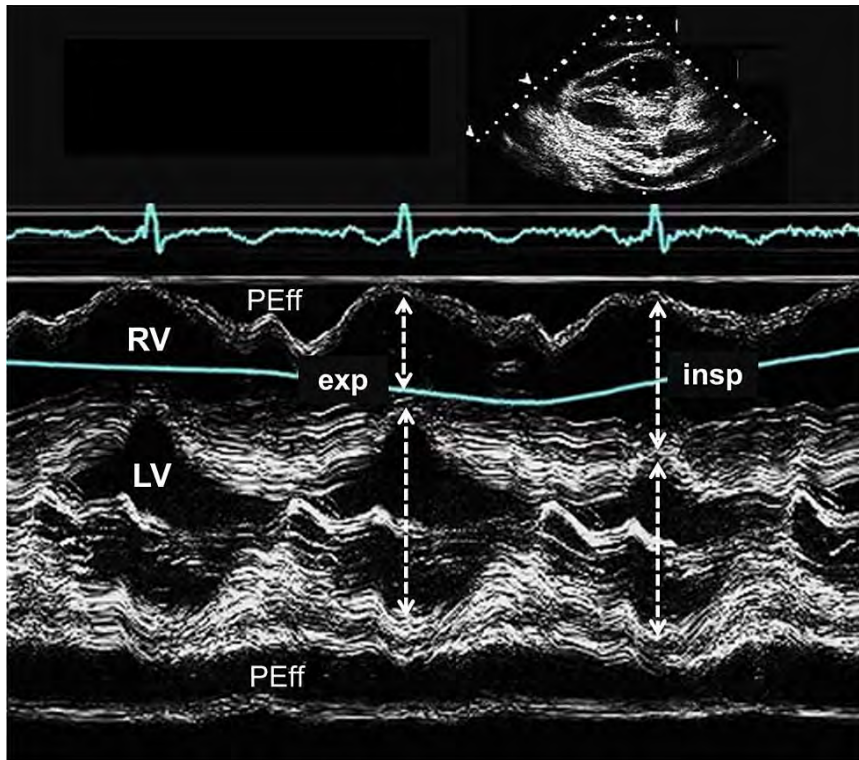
心包积液（心包积液）和心脏压塞患者的 M 型超声心动图。右心室（RV）在吸气(insp)时扩大，而左心室(LV)变小(虚线箭头)。呼气(exp)时则看到相反的改变。
